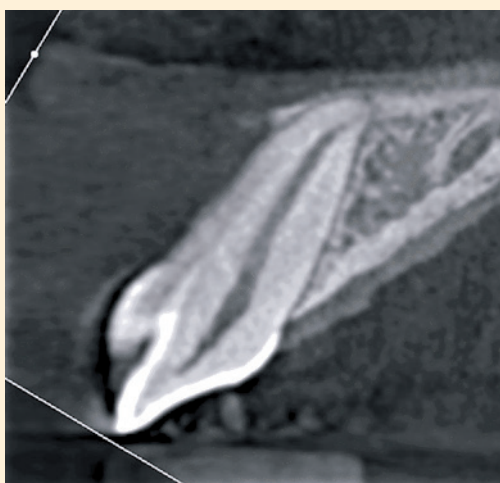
Tomografía que muestra el trayecto de los conductos radiculares
